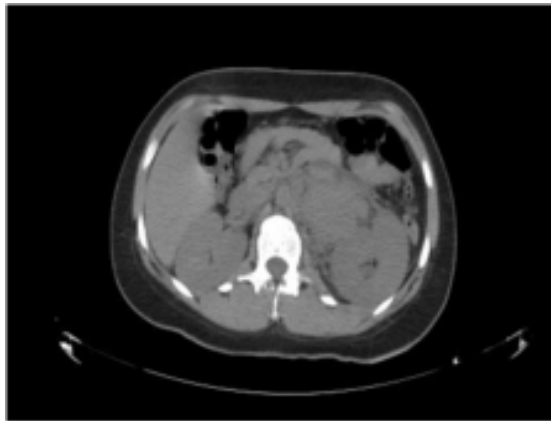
TAC abdominal contrastada. Presencia retroperitoneal a nivel renal izquierdo.
